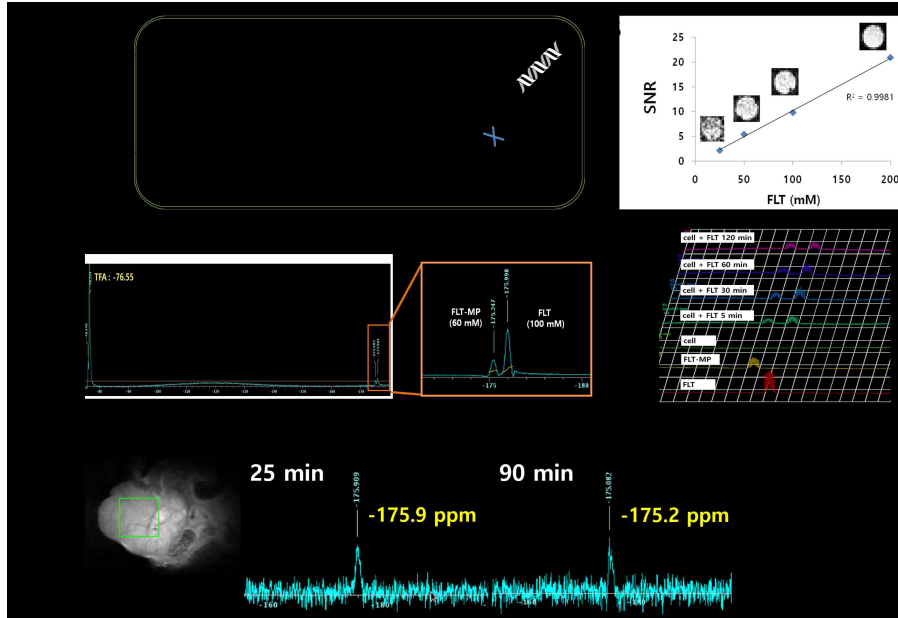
농도별 FLT 팬텀의 ^{19}F MRI 영상 및 SNR(Signal to noise ratio)로 측정된 신호값을 나타낸 그래프로, 농도에 따라 SNR 및 영상의 밝기가 증가하였다. ($R^2=0.9981$)
